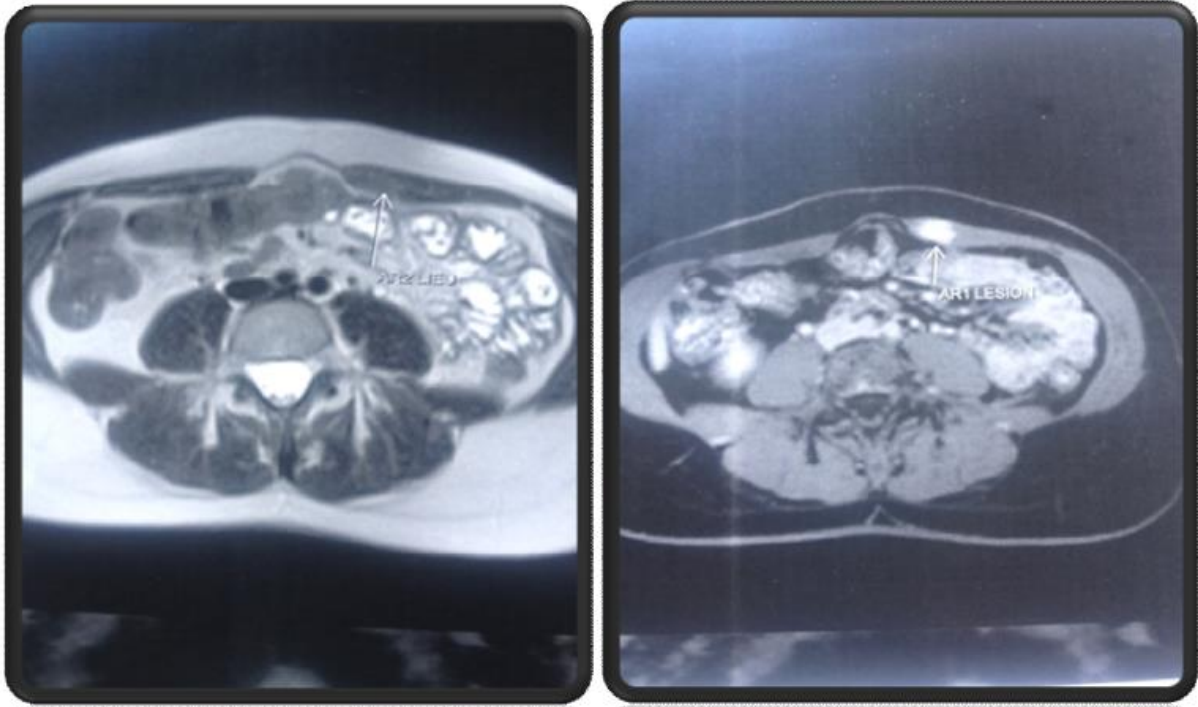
aspect IRM avant et après injection du PDC (flèches)[5]
